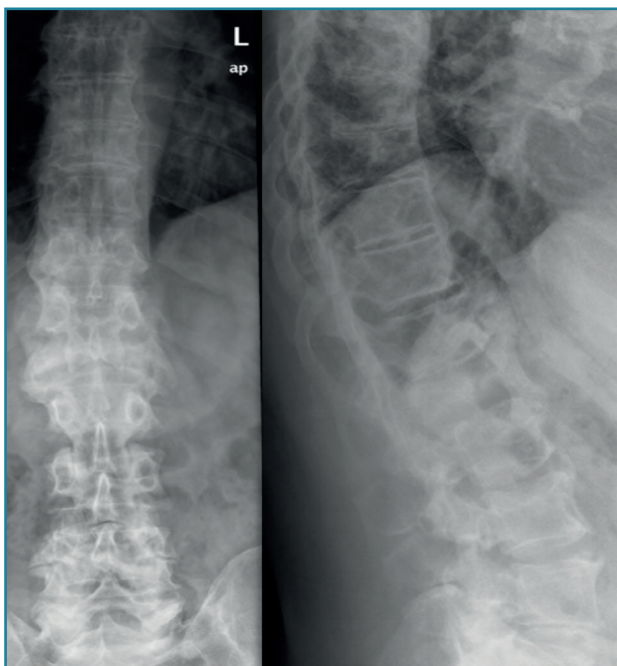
Radiografía de columna dorsolumbar. Aplastamiento del cuerpo L1.
